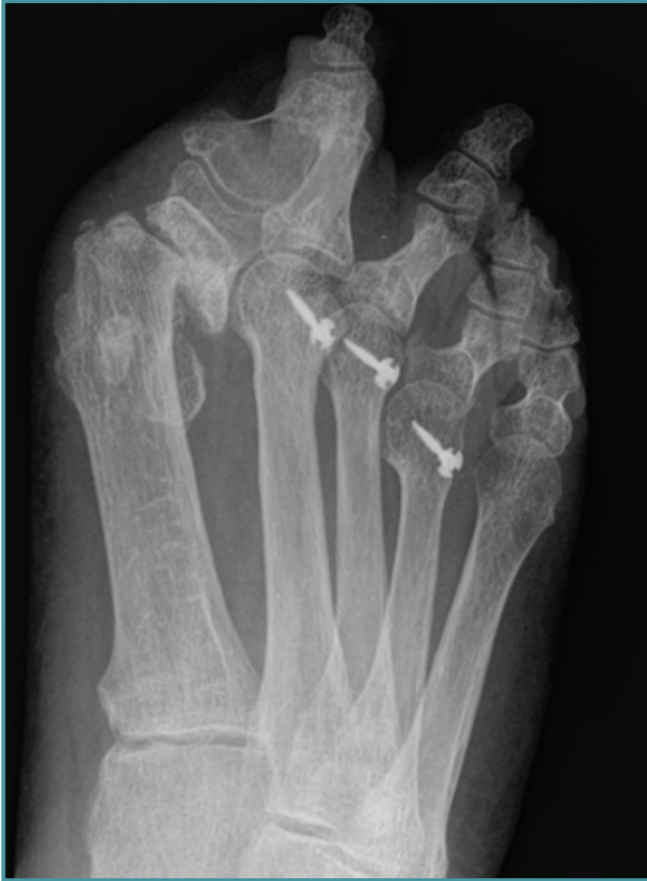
Radiografía anteroposterior preoperatoria.
